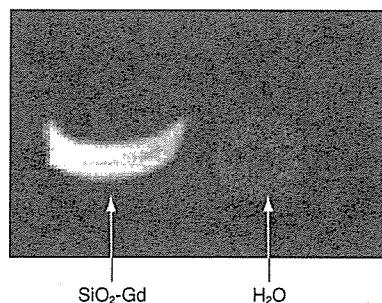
●ガドリニウムナノシリカナノ粒子のMRI画像(T1強調)
